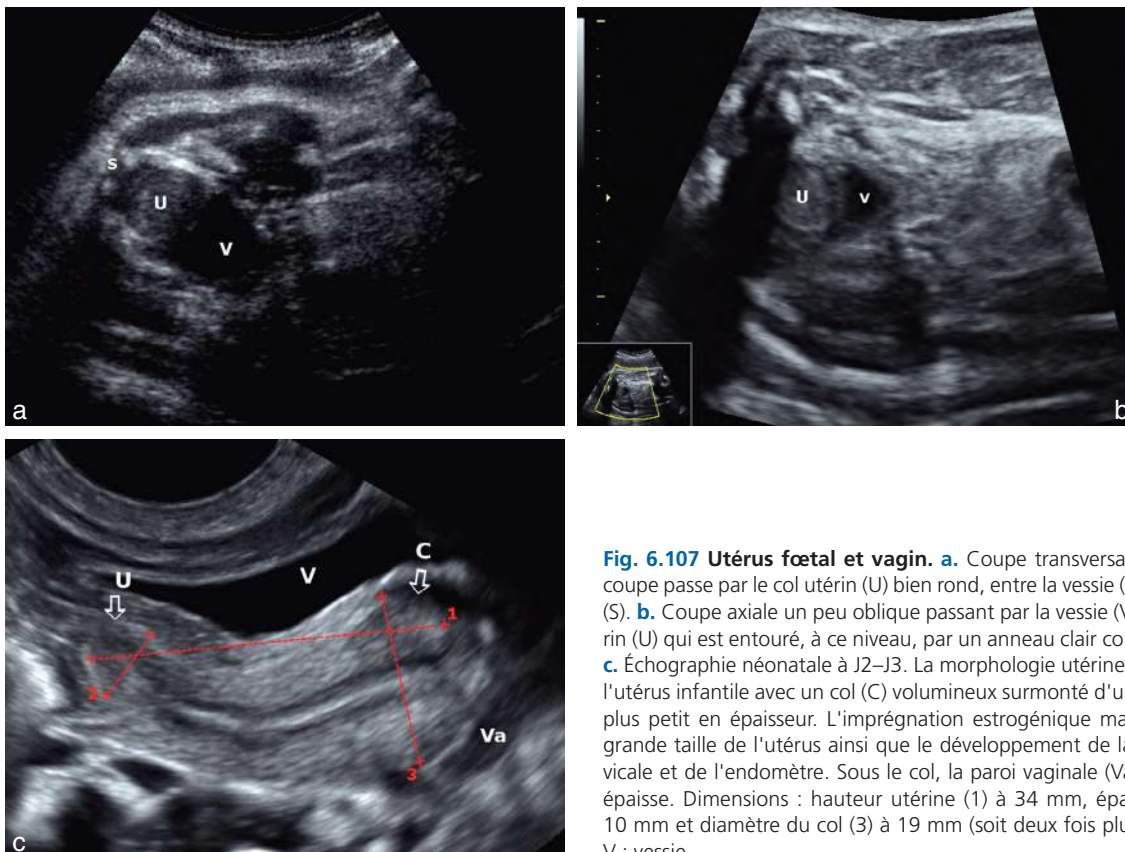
Utérus fœtal et vagin. a. Coupe transversale basse du pelvis. La coupe passe par le col utérin (U) bien rond, entre la vessie (V) et le bas du sacrum (S). b. Coupe axiale un peu oblique passant par la vessie (V) et le bas du col utérin (U) qui est entouré, à ce niveau, par un anneau clair correspondant au vagin. c. Échographie néonatale à J2-J3. La morphologie utérine est caractéristique de l'utérus infantile avec un col (C) volumineux surmonté d'un corps (U) nettement plus petit en épaisseur. L'imprégnation estrogénique maternelle détermine la grande taille de l'utérus ainsi que le développement de la muqueuse endocervicale et de l'endomètre. Sous le col, la paroi vaginale (Va) est également bien épaisse. Dimensions : hauteur utérine (1) à 34 mm, épaisseur du corps (2) à 10 mm et diamètre du col (3) à 19 mm (soit deux fois plus épais que le corps). V : vessie.
